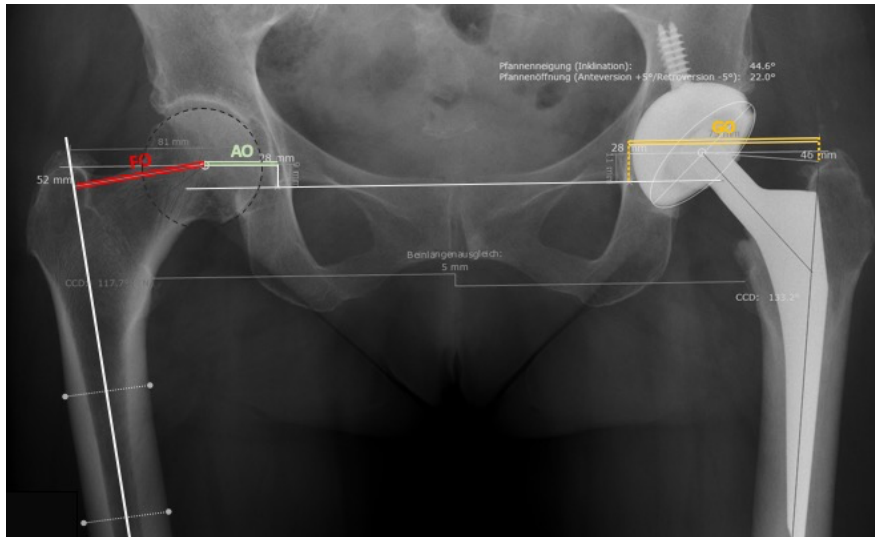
Übersicht über die statischen Parameter in einer Röntgenaufnahme*
